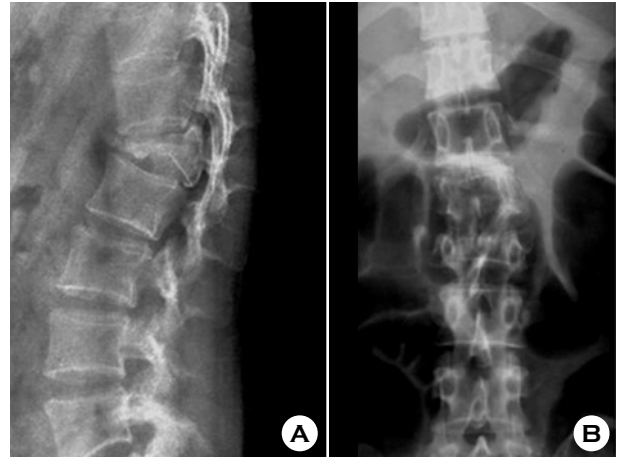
In another x-ray findings, A is inter-spinous widening and B is inter-spinous mal-alignment.
